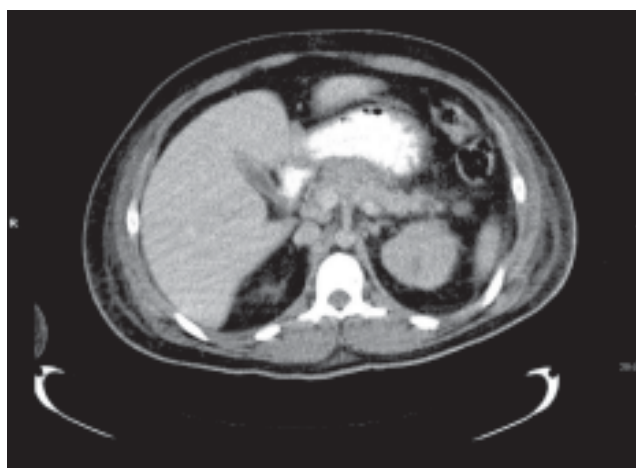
TAC de abdomen con contraste VO. Se aprecia pancreatitis necrotizante. Balthazar C. 02/02/2006.
